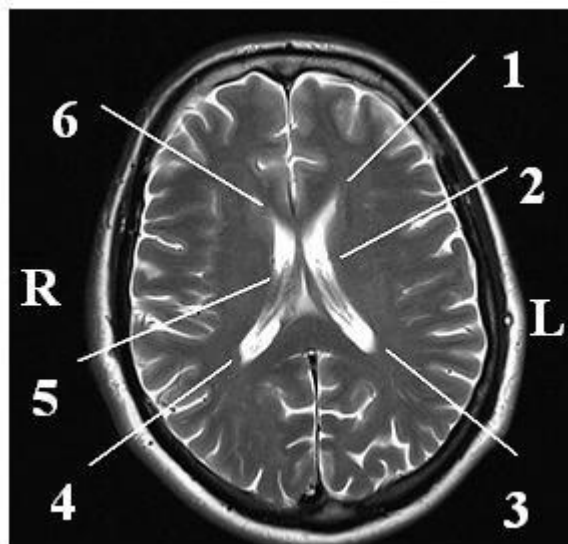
Томограмма СГМ. Зоны интереса, где: 1- передний левый аксиальный элемент (ПЛАЭ); 2 – левый центральный элемент (ЛЦЭ); 3- задний левый аксиальный элемент (ЗЛАЭ); 4- задний правый аксиальный элемент (ЗПАЭ); 5- правый центральный элемент (ПЦЭ); 6- передний правый аксиальный элемент (ППАЭ)
